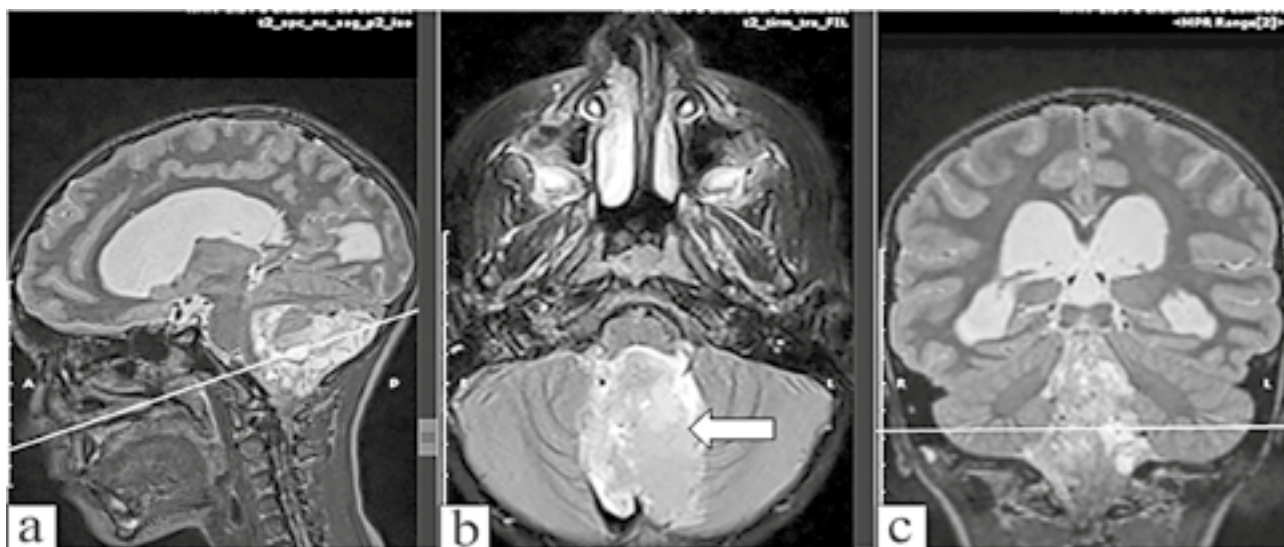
(a, b, c). IRM cerebral cu substanță de contrast, preoperator
